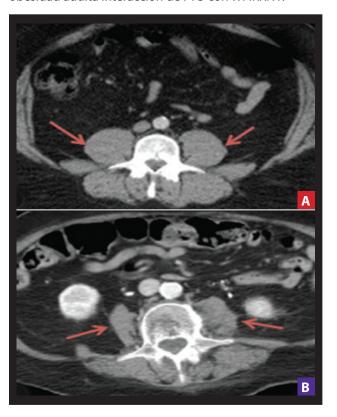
Atrofia del Psoas (Musculo iliopsoas o psoasilíaco). Musculo que se encuentra en la cavidad abdominal y en la parte anterior de musculo debido a la SARCOPENIA. Tomografía Computarizada axial mostrando un sano, no atrófico psoas muscular (flechas rojas) (A) y una alta sarcopenia psoas (flechas rojas) en L4 (B).
